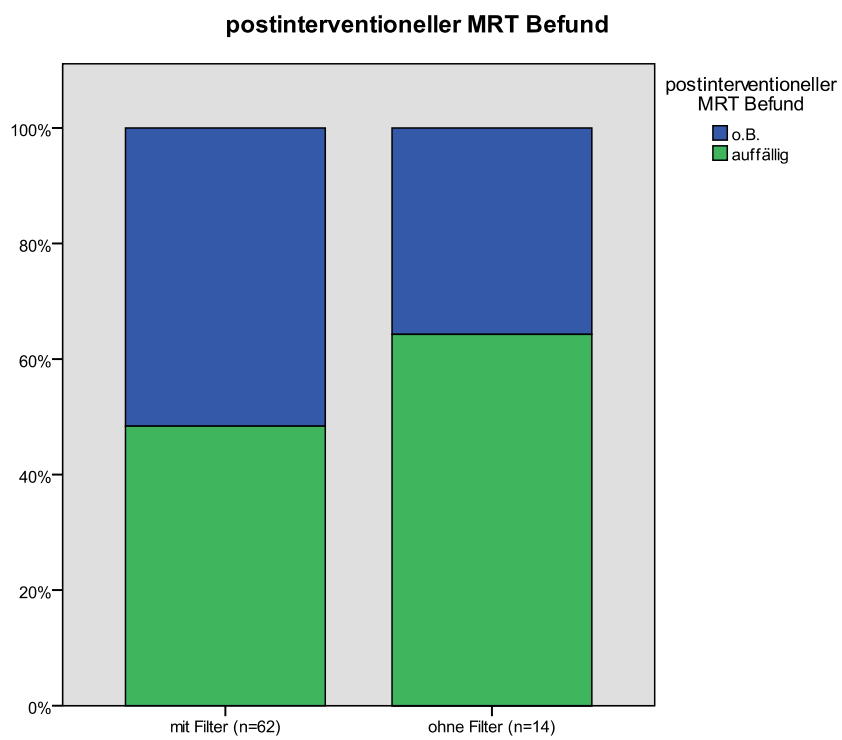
postinterventioneller MRT Befund
